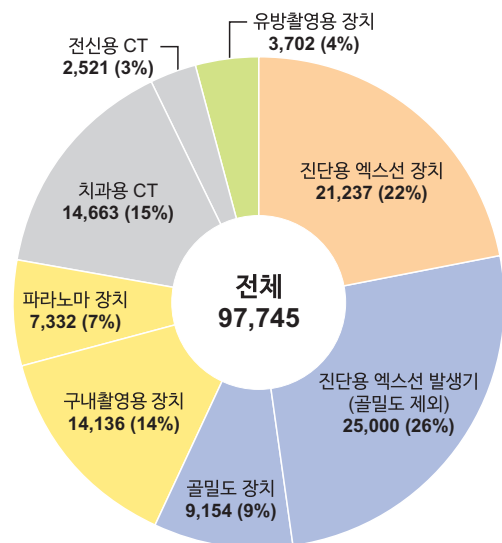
2021년도 진단용 방사선 발생장치 종별 분포
